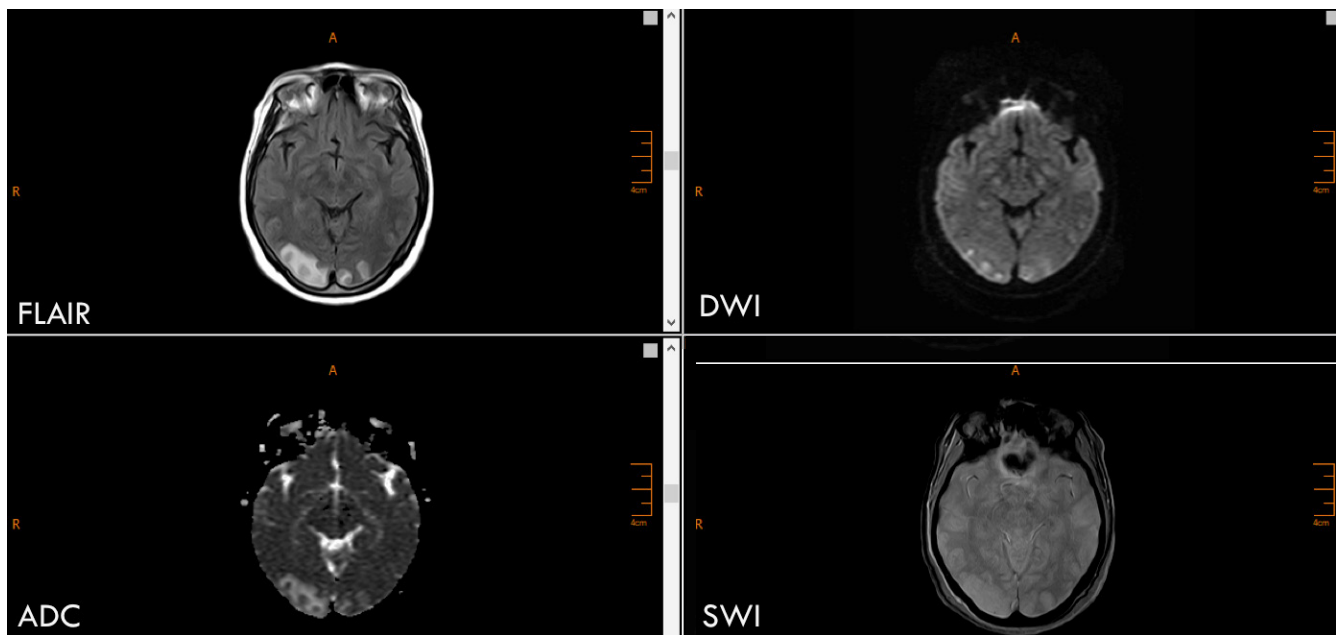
Paciente con diagnóstico de síndrome de encefalopatía posterior reversible. Se aprecia hiperintensidad occipital bilateral de predominio derecho (FLAIR), densidad mixta en las DWI, hiperintensidad en los mapas ADC sin transformación hemorrágica (SWI). Fuente autor.
